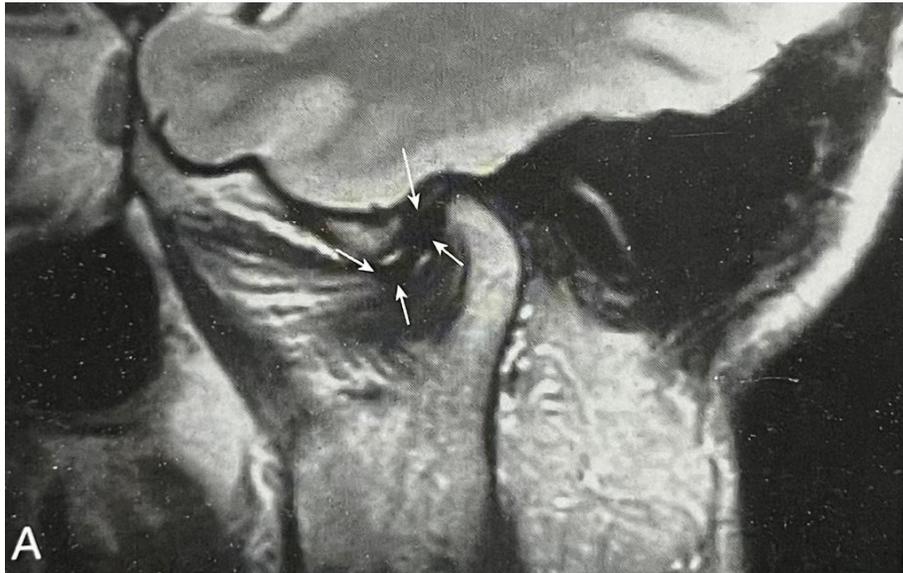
Resonancia Magnética. ¹¹
